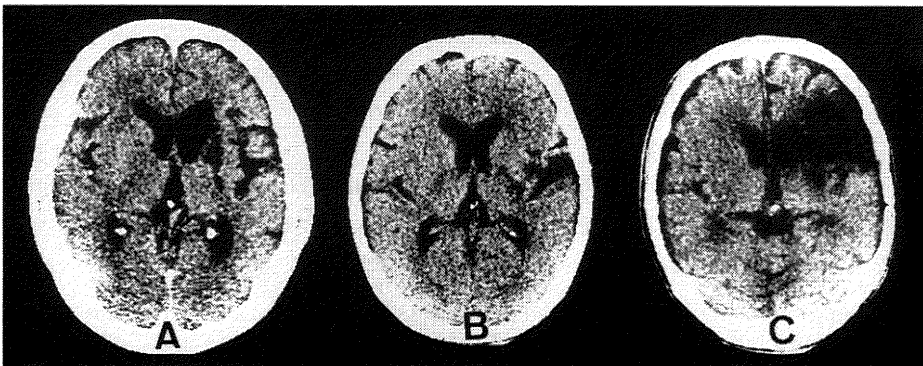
Classification of computed tomography (CT) scans
